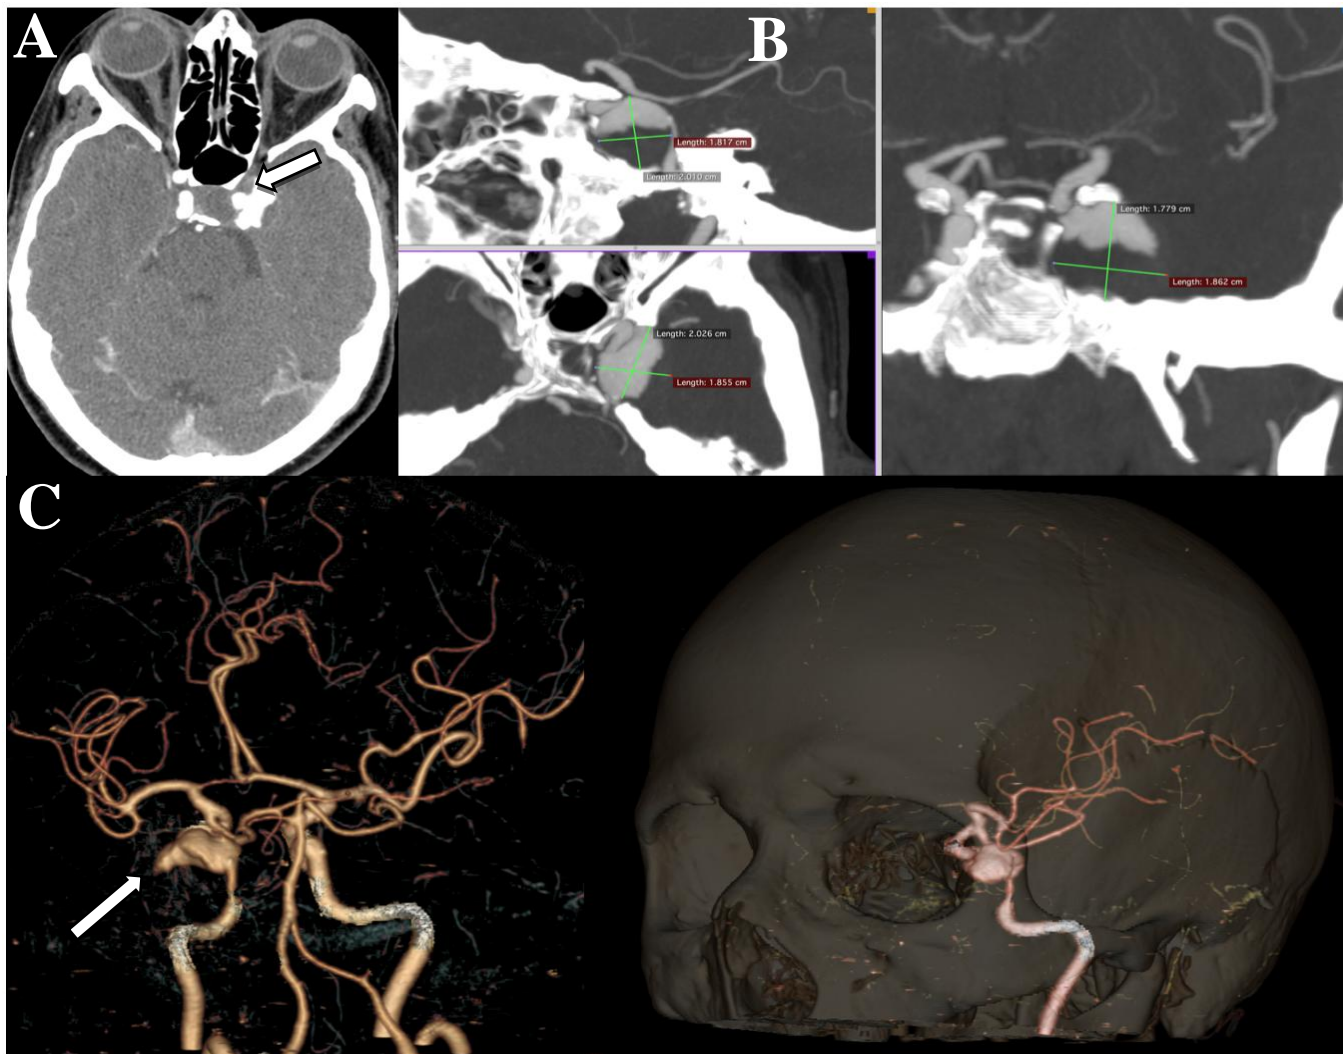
P., f/ 71 ani. Aneurism gigant parțial trombozat al arterei carotide interne pe stânga, segment infraclinoidal. A – AngioCT axial. Aprecierea formei și dimensiunilor maxime ale sacului aneurismal nu este posibilă pe CT axial, dimensiunile și configurația trombusului intraluminal și lumenului aneurismal contrastat (săgeata) nu pot fi evaluate corect. Raportul cu structurile sinusului cavernos se vizualizează mai detaliat, comparativ cu alte tehnici. B – AngioCT PIM.
